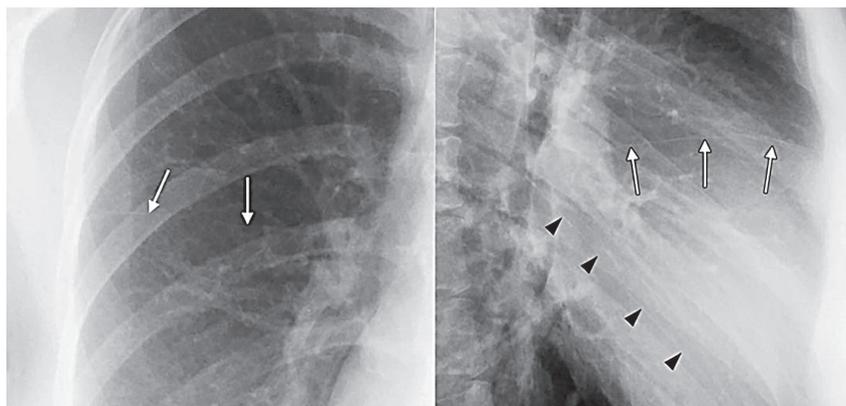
Слева — горизонтальная щель правого легкого на заднепередней рентгенограмме. Справа — косая и горизонтальная щели правого легкого на боковой рентгенограмме
